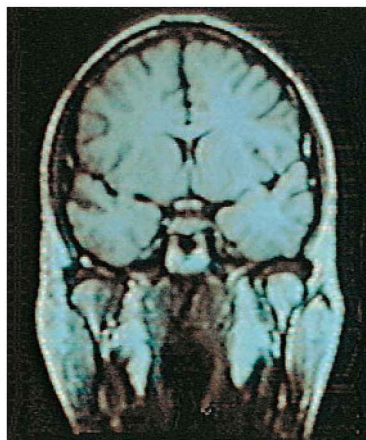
Alargamento de ventrículos laterais na esquizofrenia. Esta RM compara gêmeos monozigóticos discordantes para esquizofrenia. O irmão afetado do par de gêmeos possui ventrículos alargados característicos da esquizofrenia. Por haver uma grande variação nos volumes ventriculares normais na população, um gêmeo monozigótico não afetado serve como um controle particularmente adequado. Como na Figura 62-2, esta comparação também ilustra o papel de fatores não genéticos na esquizofrenia, pois gêmeos monozigóticos possuem genomas idênticos.
